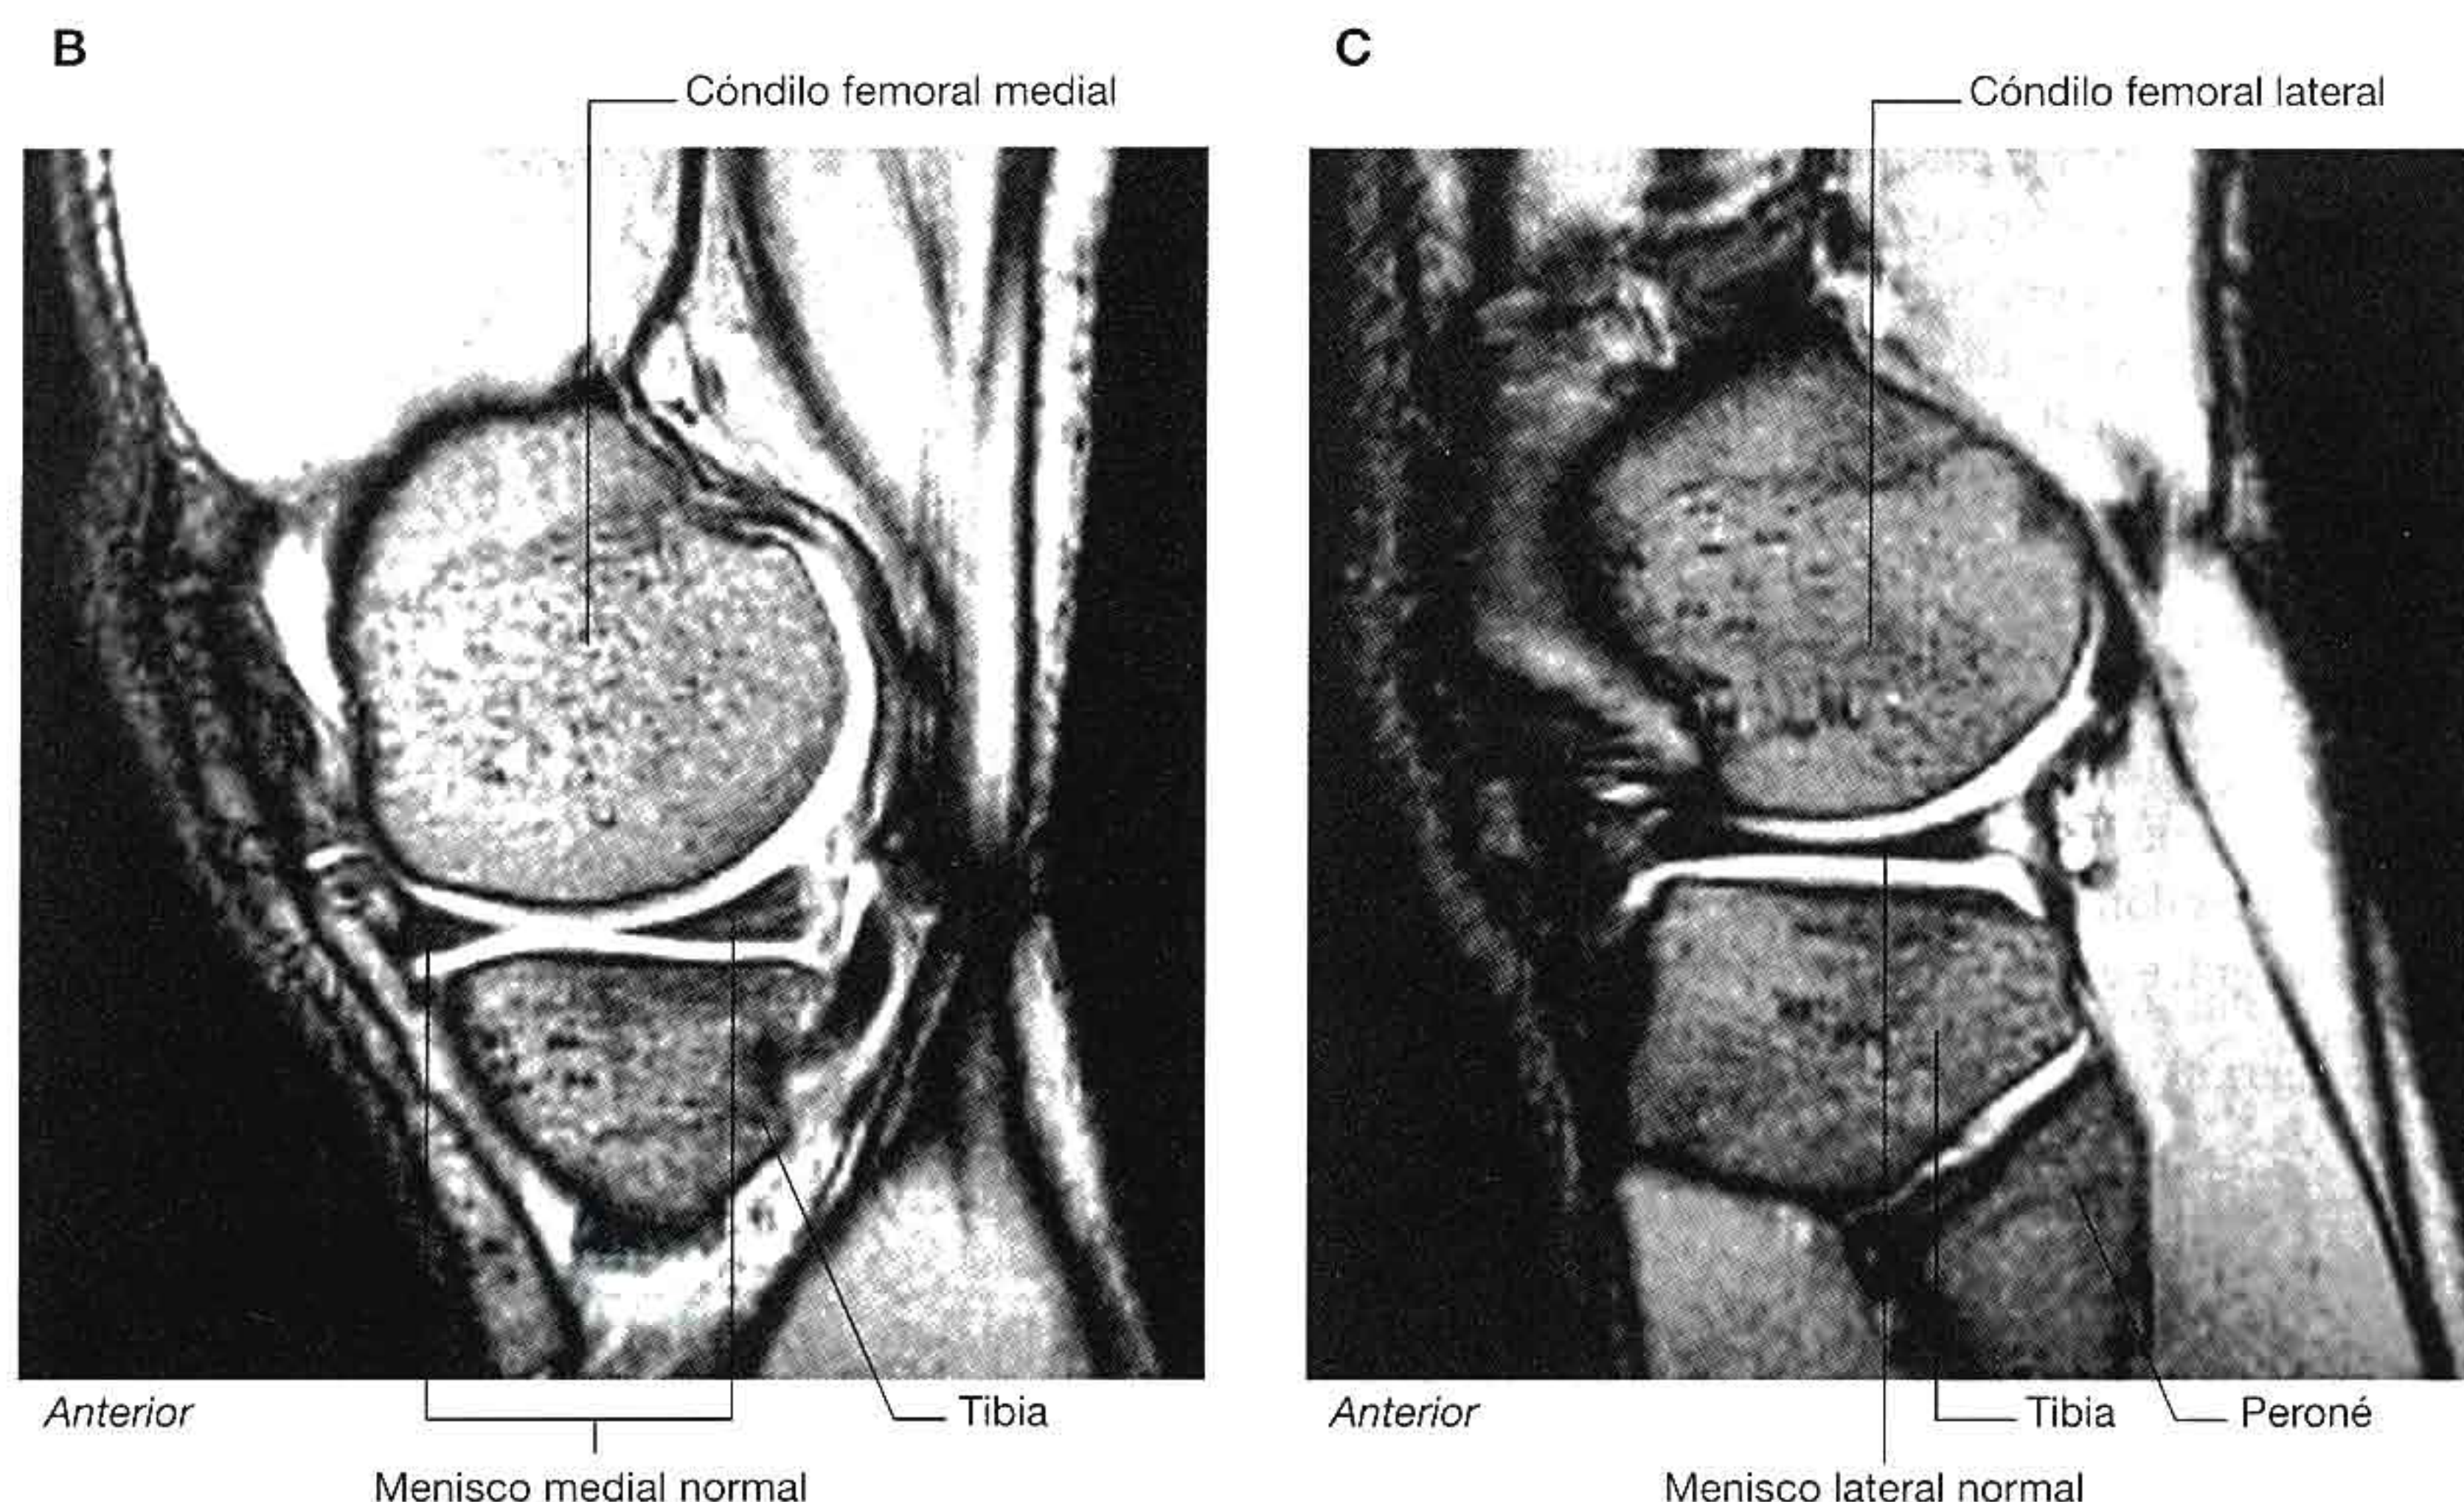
(cont.) Meniscos de la articulación de la rodilla. B. Articulación normal de la rodilla que muestra el menisco medial. Resonancia magnética potenciada en T2 en el plano sagital. C. Articulación normal de la rodilla que muestra el menisco lateral. Resonancia magnética potenciada en T2 en el plano sagital.
